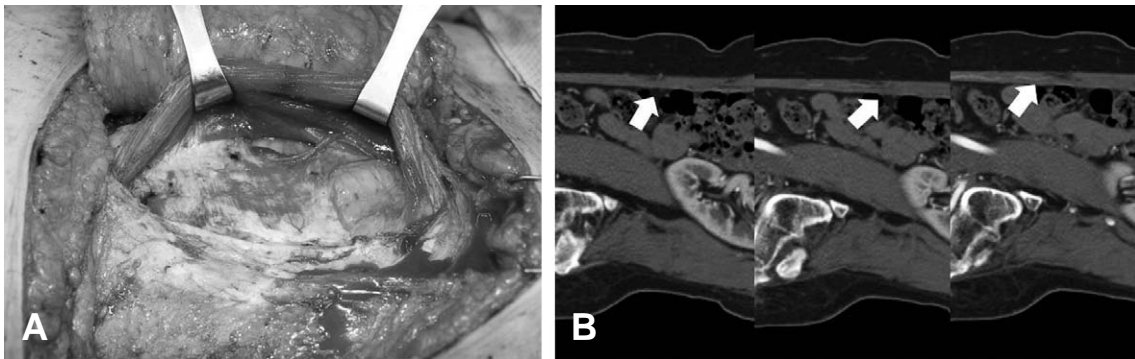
A large branch of DIEA going into the peritoneum. (A) Intraoperative findings. (B) Preoperative CT angiography findings.
